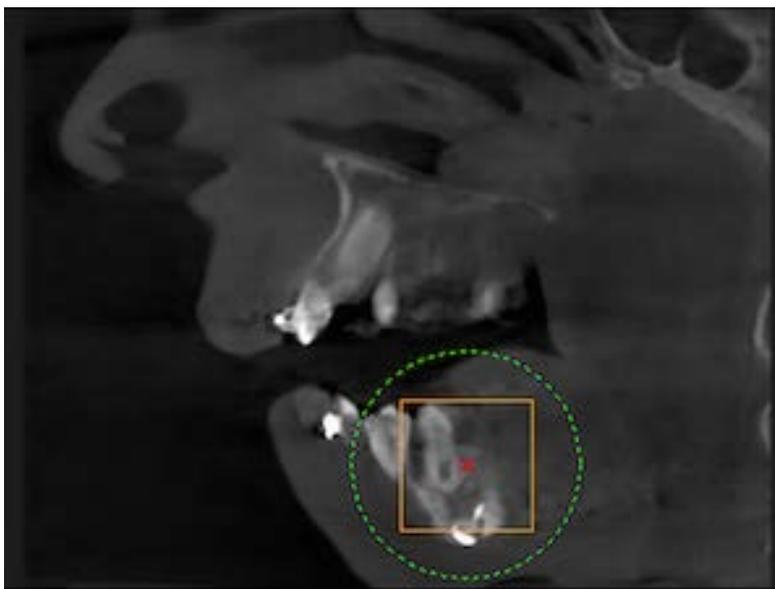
coupe sagittale du Cone Beam réalisée sur la 45. (Cas du Dr Chaudeau)
